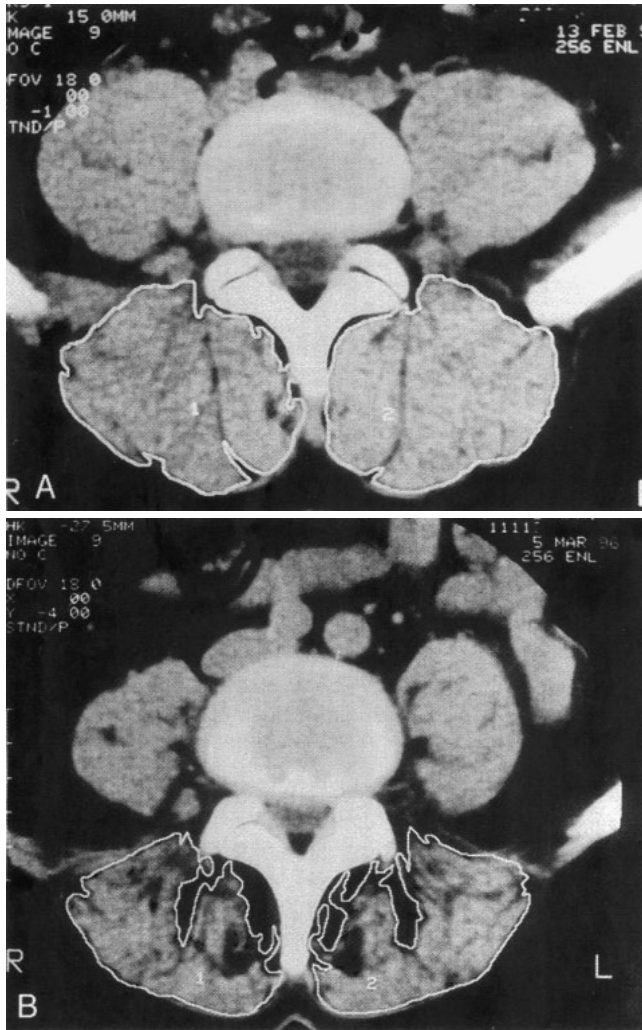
Computer-Tomographie auf der Höhe von L4/L5 eines schmerzfreien Patienten mit normalen muskulären Dimensionen (A) und eines Patienten mit einem chronischen Schmerzgeschehen und einer lumbalen Diskusprotrusion (B). Hier zeigt sich u.a. die ausgeprägte paravertebrale Hypotrophie (M. multifidus) und etwas weniger dominant die des M. longissimus sowie des M. iliocostalis.
